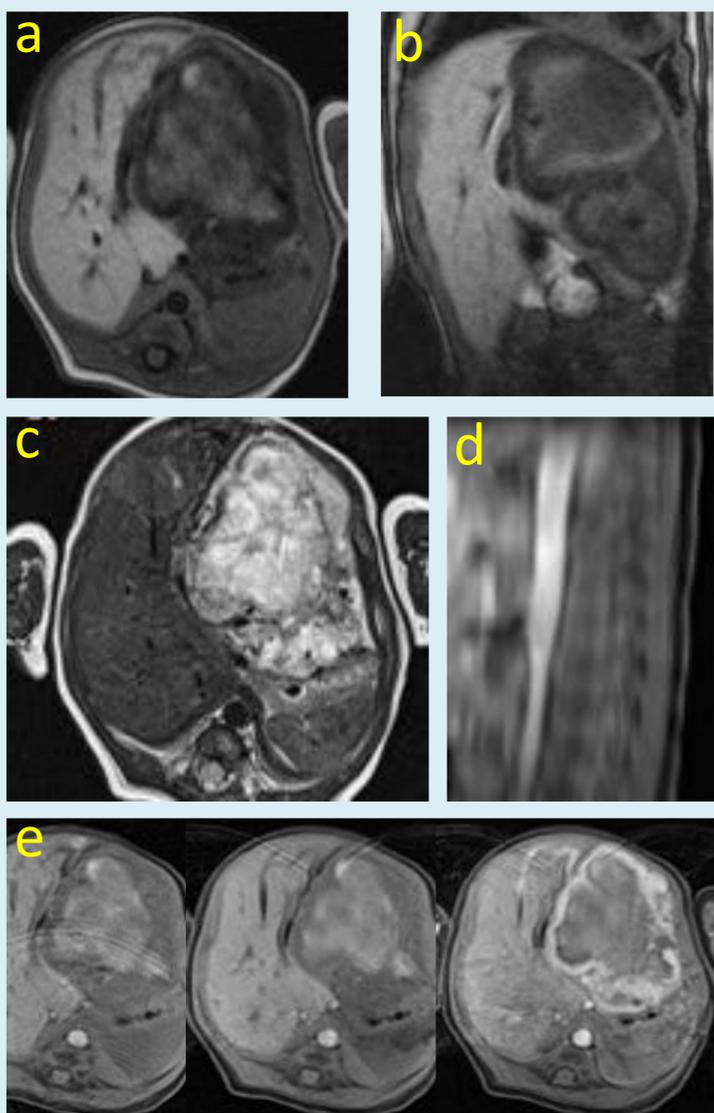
RM hepática. T1 TSE axial (a) y coronal (b); T2 HASTE axial (c); T1 FS + Gd –estudio dinámico- (e) y fase arterial sagital (d). Voluminosa masa heterogénea, de bordes bien definidos, que ocupa el LHI. Predominantemente hipointensa en secuencias ponderadas en T1, con pequeñas áreas focales de hiperintensidad en relación con sangre; e hiperintensa en secuencias ponderadas en T2. En el estudio dinámico se aprecia realce periférico, sin claro relleno centrípeto por la extensa necrosis central. Reducción del calibre de la aorta abdominal en el nivel inferior a la salida del tronco celiaco (e).
